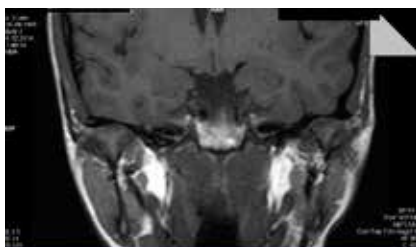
Фото МРТ ВНЧС пациентки К-й, 26 лет во фронтальной проекции
